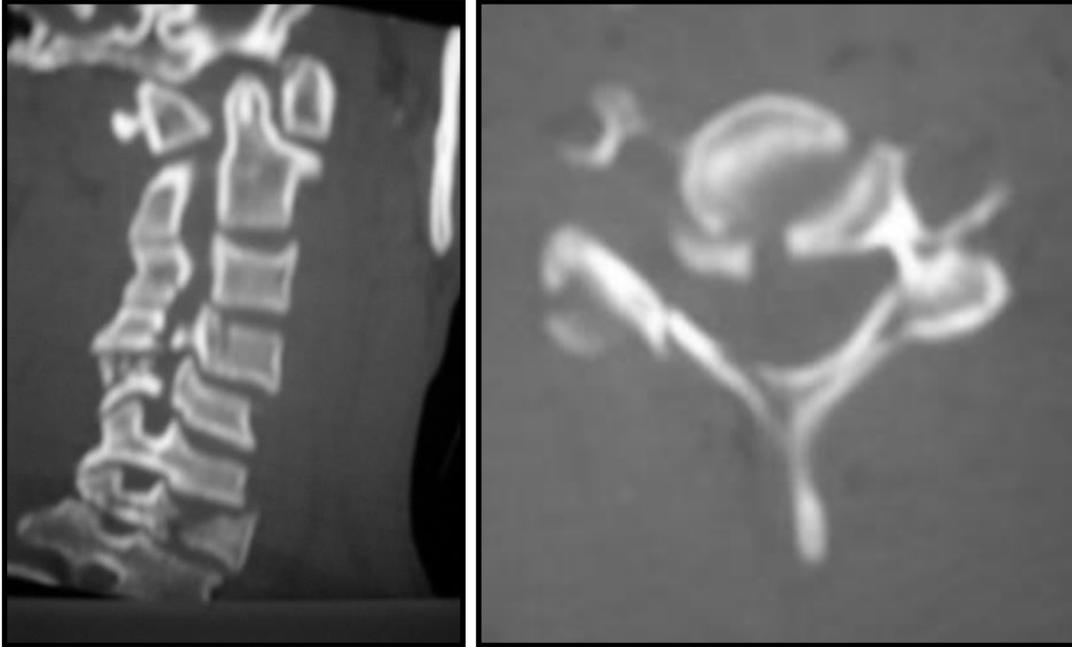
Imagen de TC de fractura cervical. Sagital (izda) y axial (dcha.).
